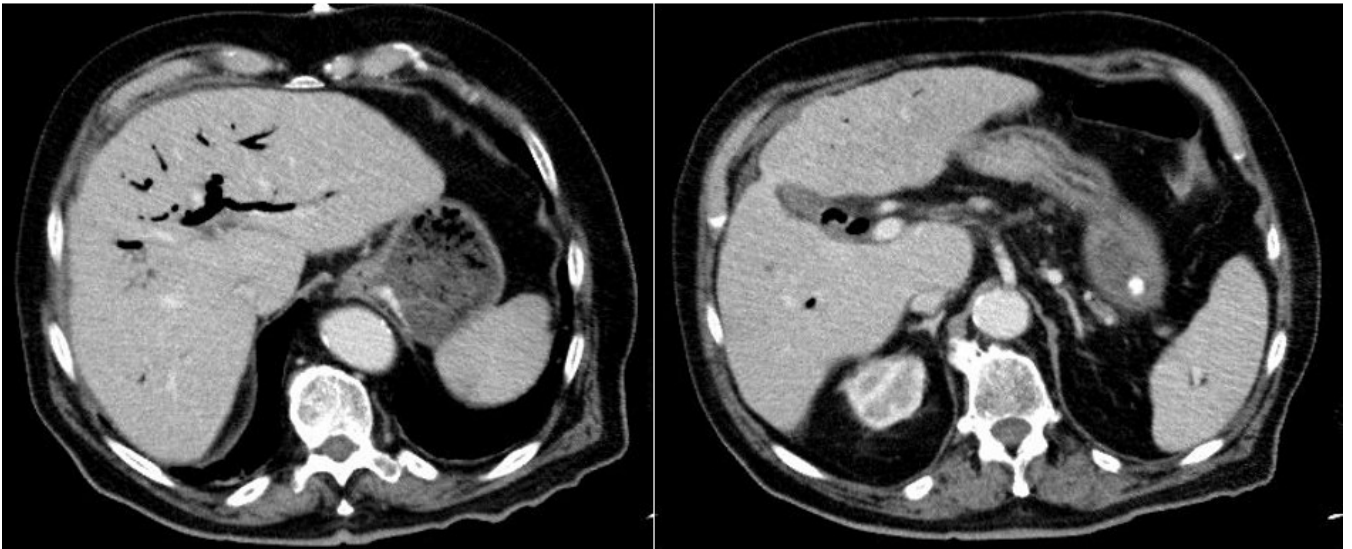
TC abdominal sin contraste.
